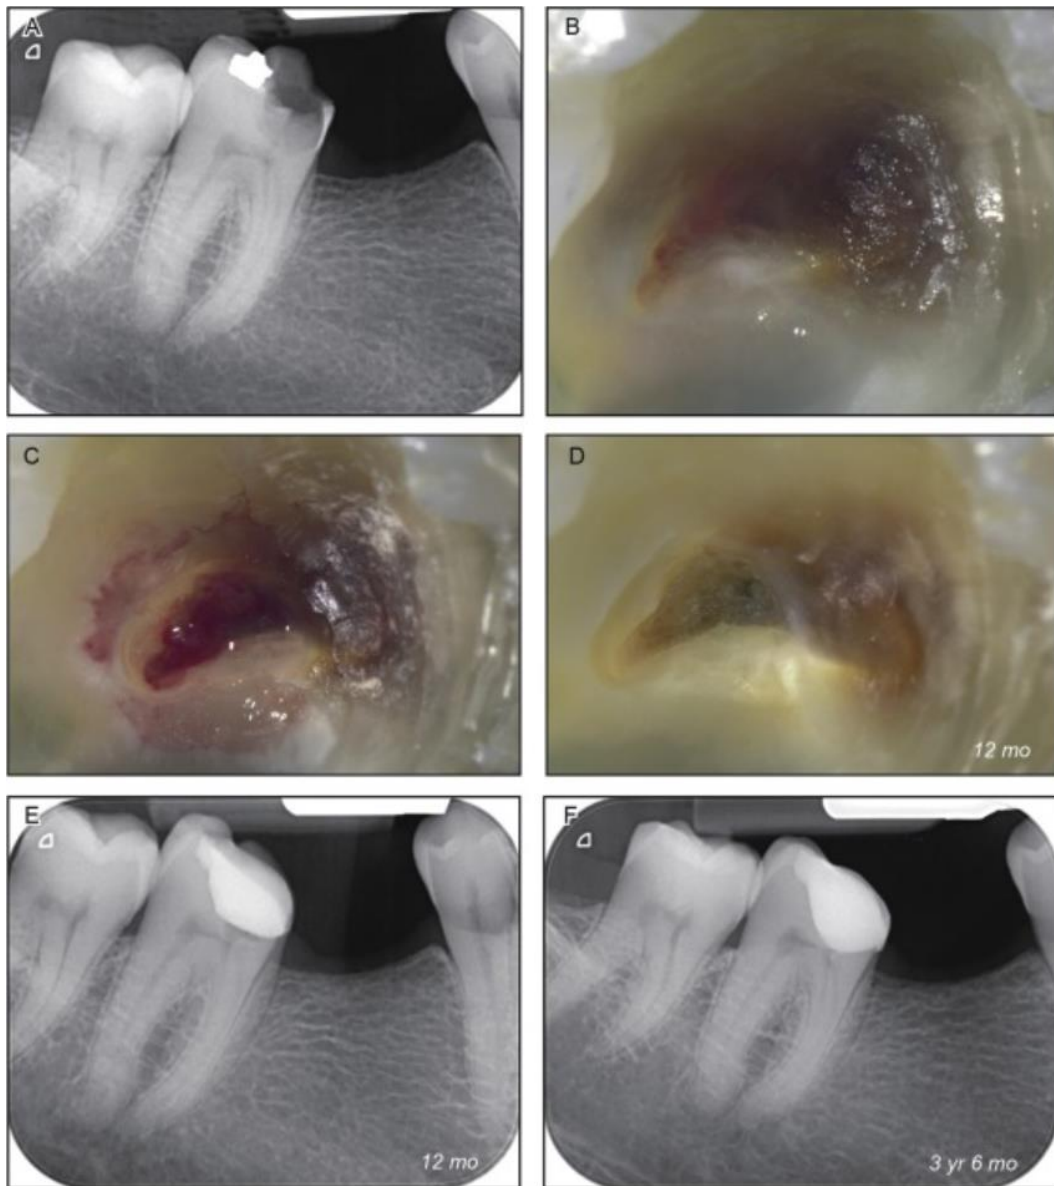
Radiografía que muestra una caries profunda proximal a los cuernos pulpaes mesiales.
